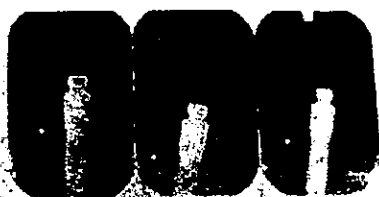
Intra-oral radiographs showing total osseointegration the implants.
